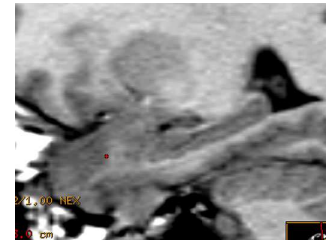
coupe sagittale IRM T1
